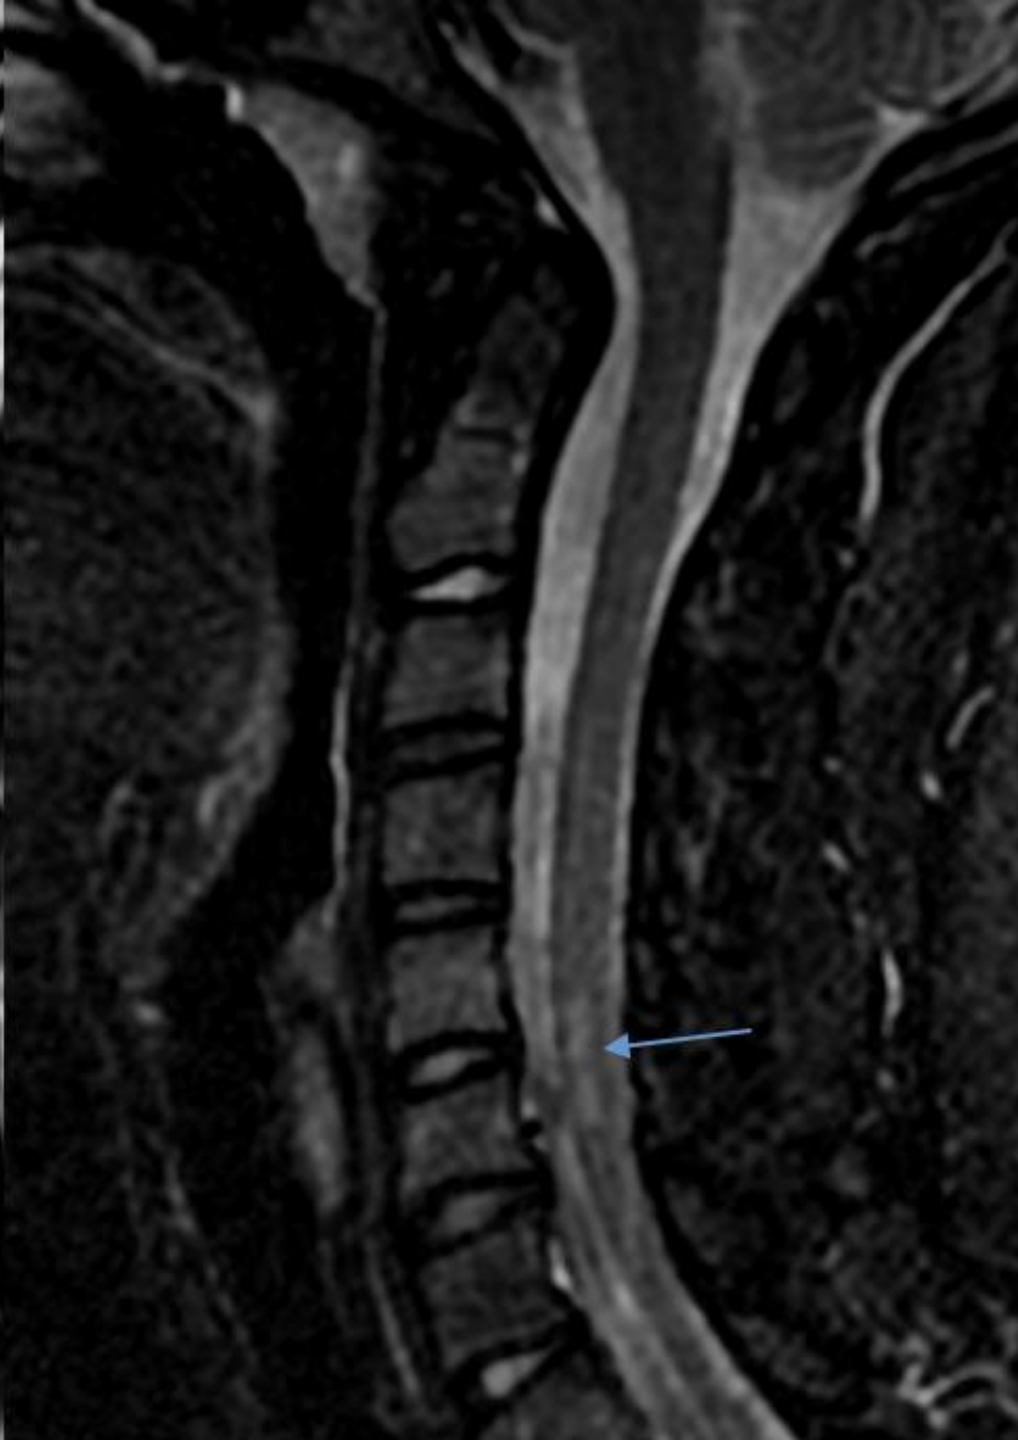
RM DE COLUMANA CERVICA. T2WI y T2WI fat-sat. Mismo paciente que figura 7 y 8. Engrosamiento medular con hiperintensidad de un segmento a nivel de C8 (A, B)(flechas azules). En controles posteriores se aprecia la práctica resolución de todas las lesiones
